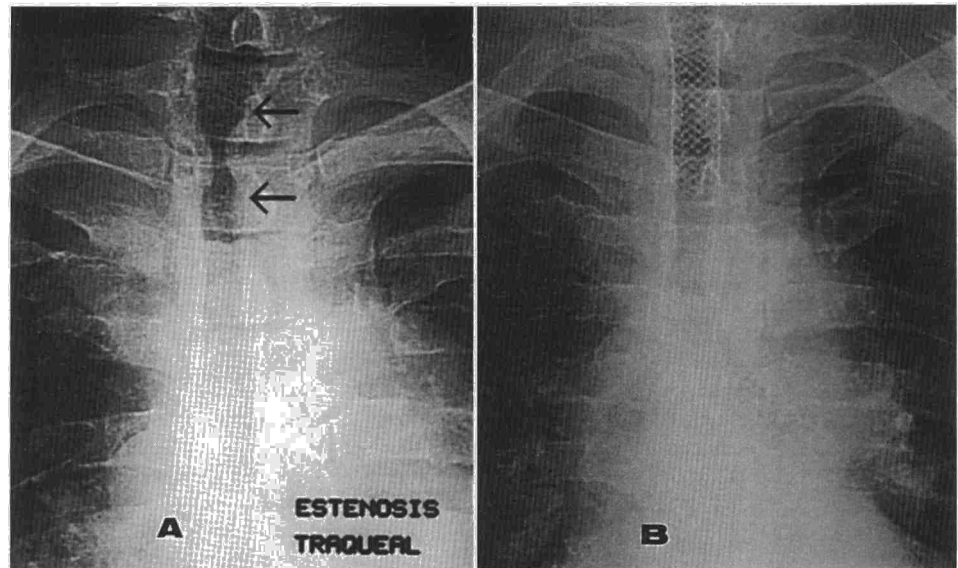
Imagen de TC en un paciente varón de 56 años con carcinoma escamoso de pulmón e importante diseminación tumoral mediastínica. A: estenosis traqueal por compresión extrínseca tumoral. B: misma imagen una vez colocado el stent.
